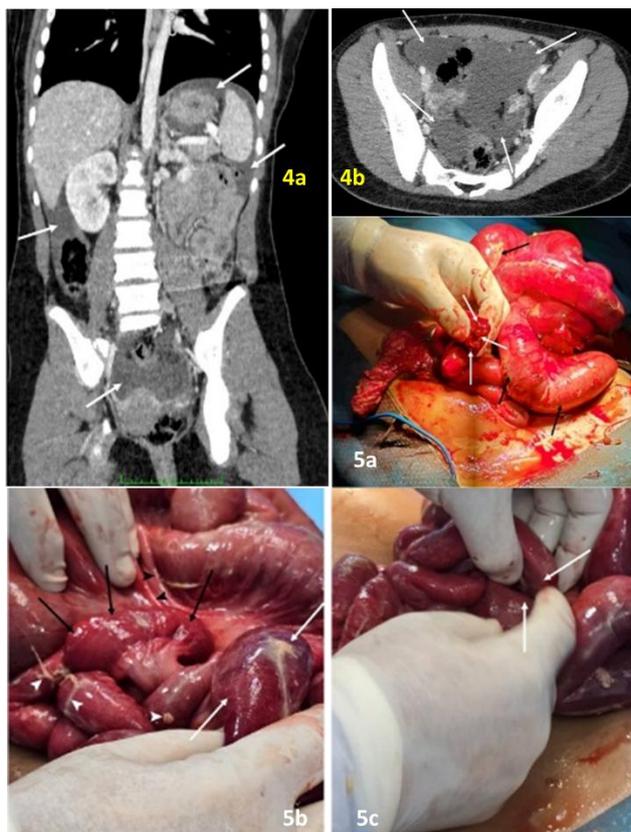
TDM reconstruction coronale (a) et axiale (b) montrant l'épanchement liquidien abdomino-pelvien (flèches blanches)
